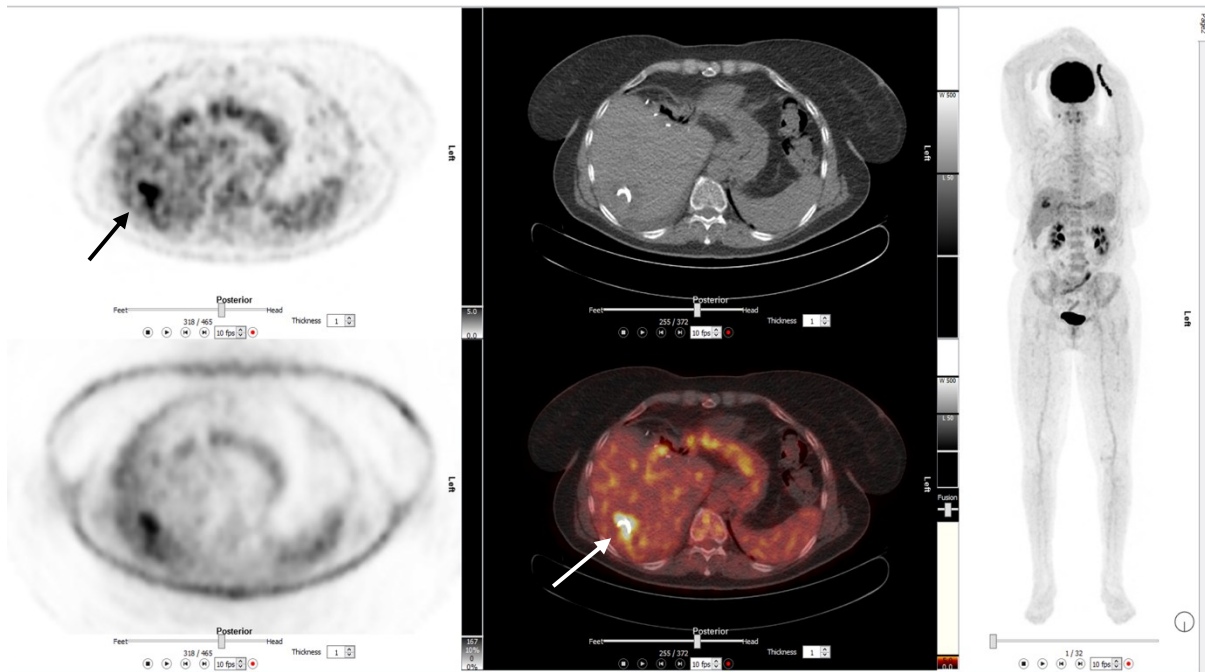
Eine 61-jährige Frau mit Fieber und Schmerzen im rechten Oberbauch. FDG-PET-CT (A: PET, oben mit Schwächungskorrektur; B: CT oben, Fusionsbild unten; C: MIP) zeigt FDG-Anreicherung in einer subkapsulären Läsion im Lebersegment VII (Pfeile). Diagnose: Leberabszess.
